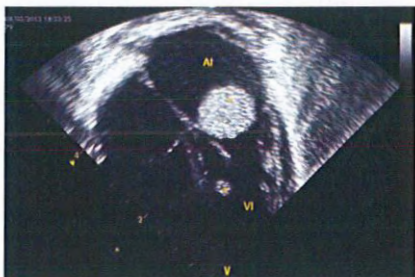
Ecocardiograma. Corte 4 cámaras, en donde se visualiza además de la masa mostrada en la figura anterior, una masa más pequeña, en el ventrículo izquierdo, en relación con el septum interventricular.
